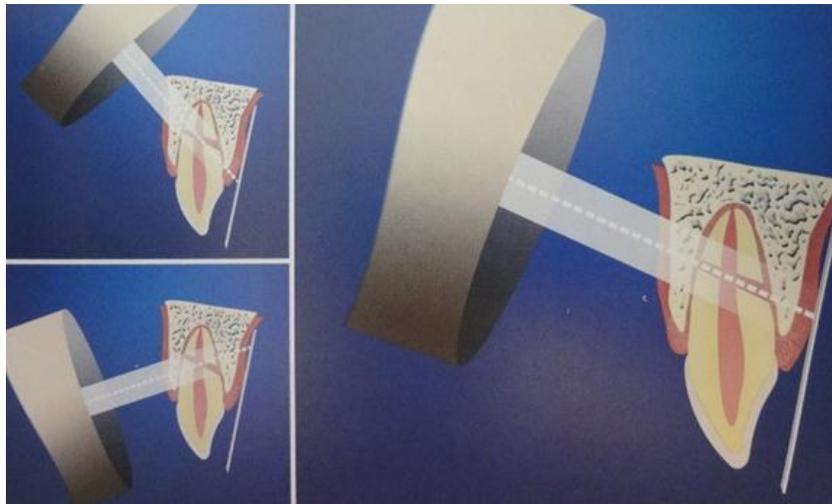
Si el haz central del rayo es paralelo a la línea de fractura, se podrá observar en la radiografía
